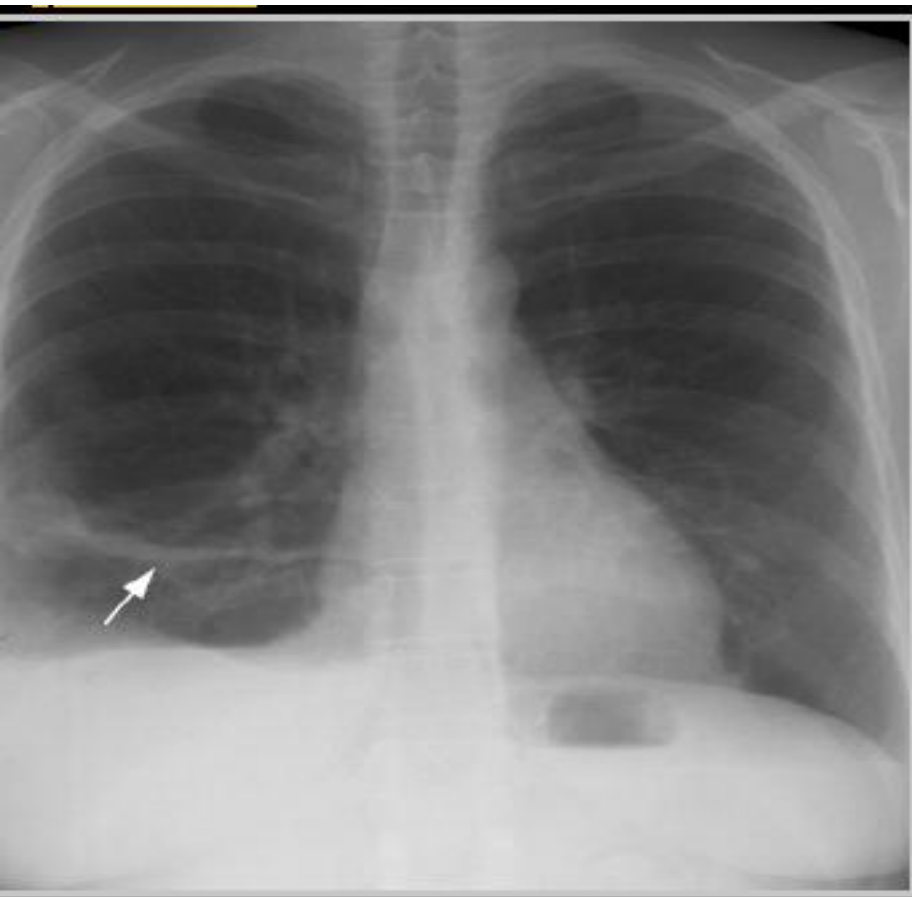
Features of pulmonary thromboembolism/infarction on chest X-ray.
